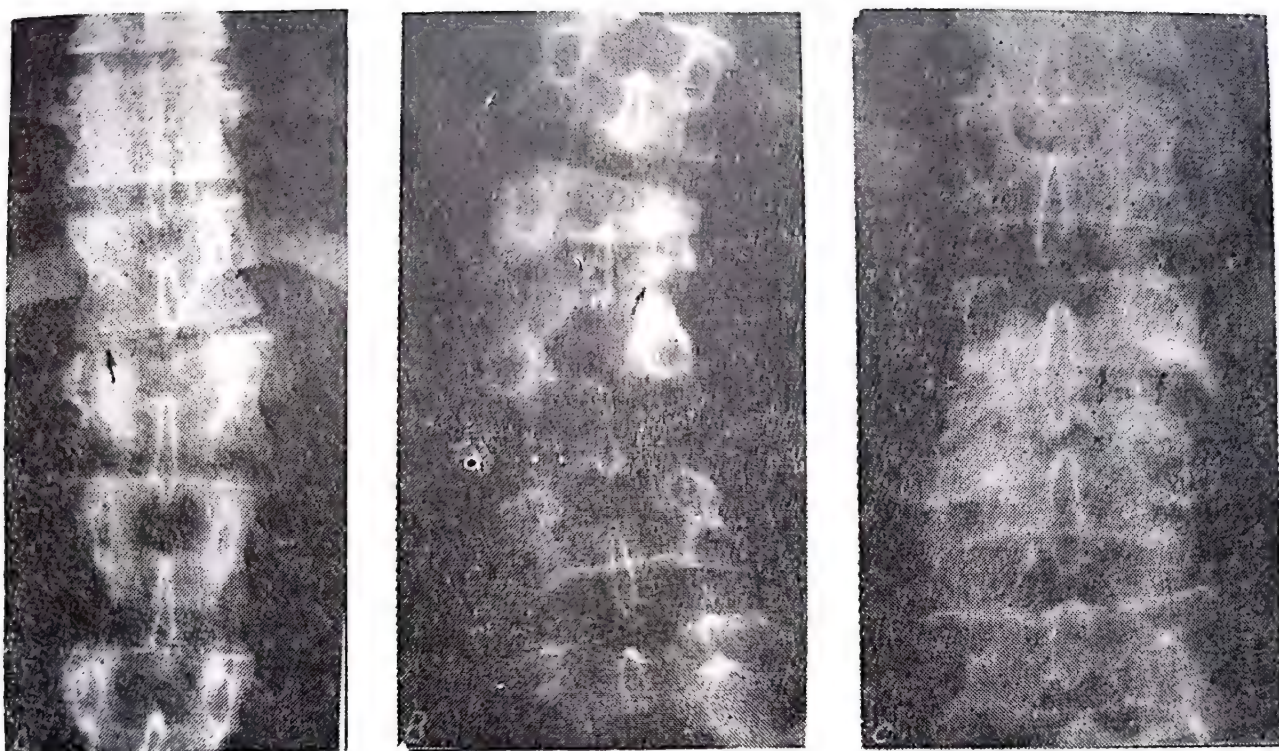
Variate imagini radiografice în morbul Pott : vedere din față (A, B, C) și profil (D); tomografie din față (E) și profil (F). În toate cazurile se vede vertebra distrusă, spațiul intervertebral absent.
